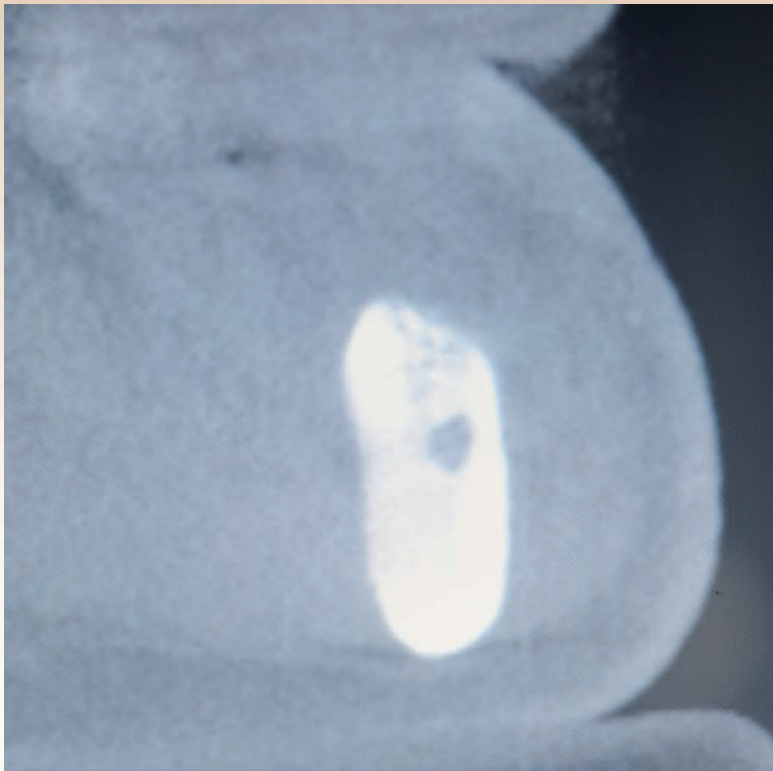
Corte del CBCT a nivel de 45, donde se observa la disponibilidad ósea por lingual de la emergencia del nervio mentoniano.
